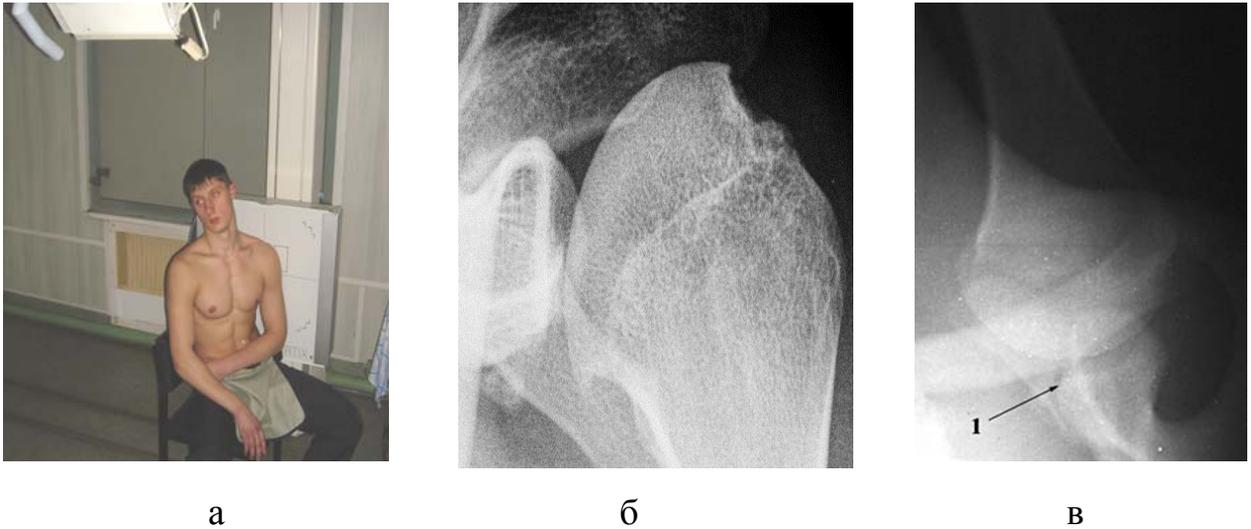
Укладка и рентгенография области плечевого сустава: а, б – в проекции Garth (положение больного относительно лучевой трубки и кассеты и визуализация костных повреждений СОЛ и головки плечевой кости при передней нестабильности сустава); в – в проекции Bergea – Patti (1 – перелом переднего края суставного отростка лопатки)
